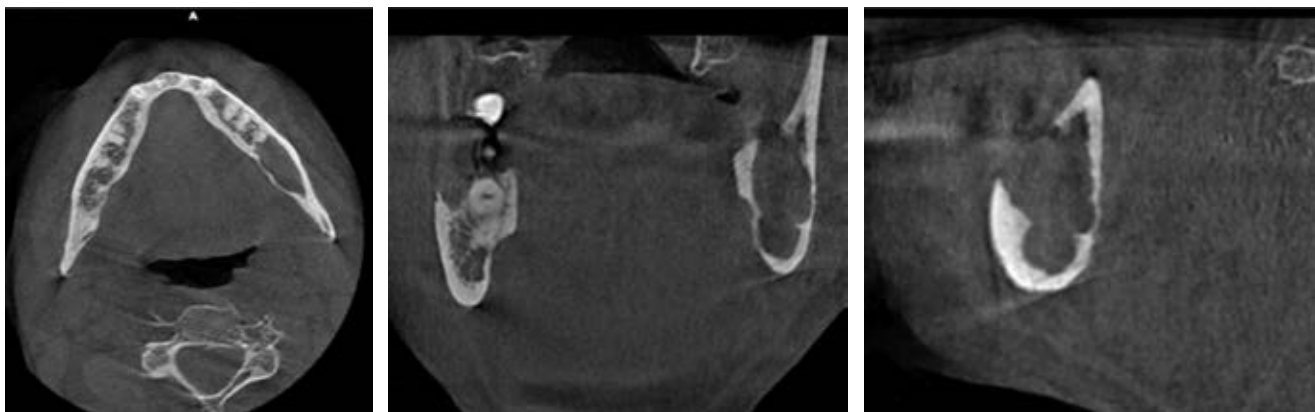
Tomografía computarizada de haz cónico inicial preoperatoria.
